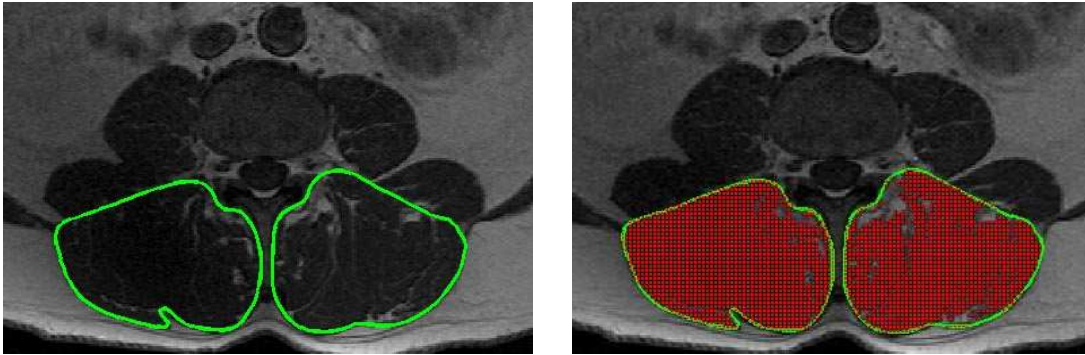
Preoperative MRI slice above the arthrodesis.
